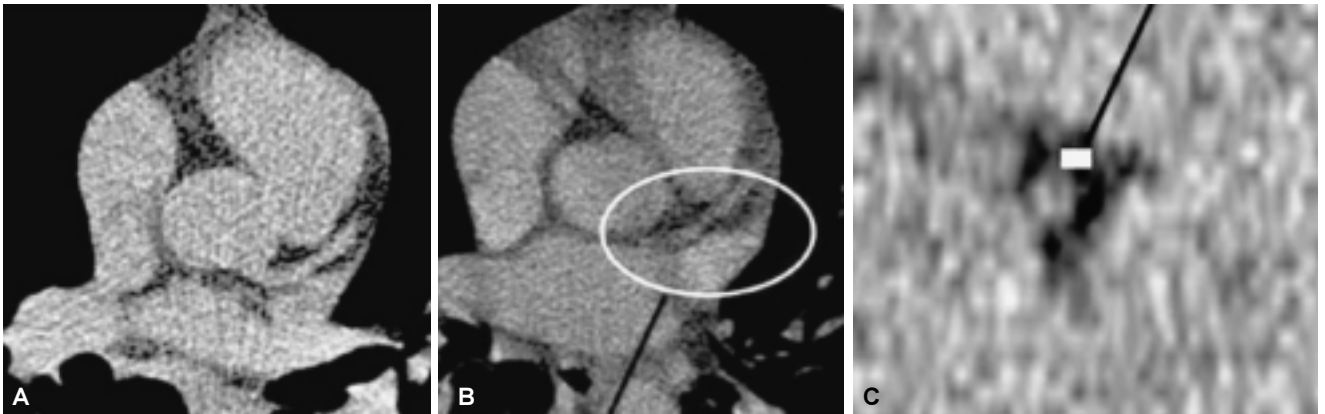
Caso 2: Femenino de 49 años, voluntaria del estudio, antecedentes de tabaquismo positivo, menopáusica, con colesterol sérico de 200 mg/dL y TGC de 234 mg/dL. (A) Se realizó Tomografía Simple donde aparentemente no hay lesiones. (B) Se observa posterior al contraste endovenoso una placa blanda en tercio medio de la coronaria izquierda. (C) Acercamiento en un corte transversal al vaso, donde se observa una oclusión parcial del vaso por una lesión hipodensa que tiene un índice de atenuación de -45UH correspondiente a una placa blanda.
